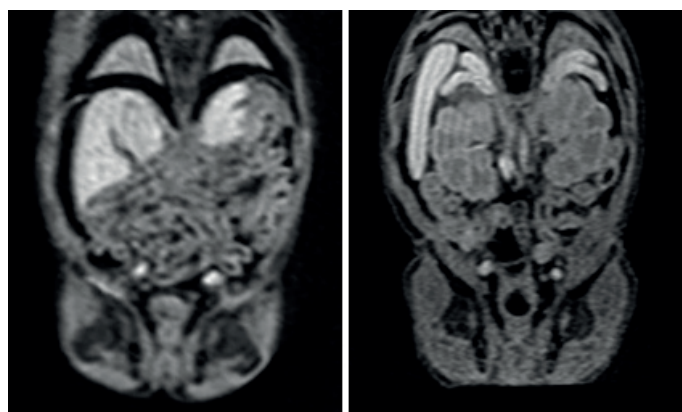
Corte axial de Resonancia Magnética de feto Masculino de 15 y 20 semanas en la cual se evidencia asimetría en la altura gonadal
